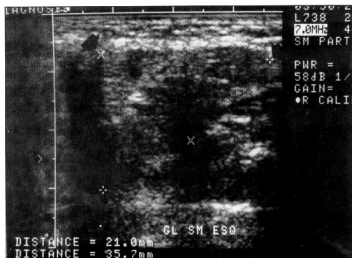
Ultra-sonografia da glândula submandibular esquerda. Volume glandular aumentado e diminuição da ecogenicidade devido à desorganização do parênquima
